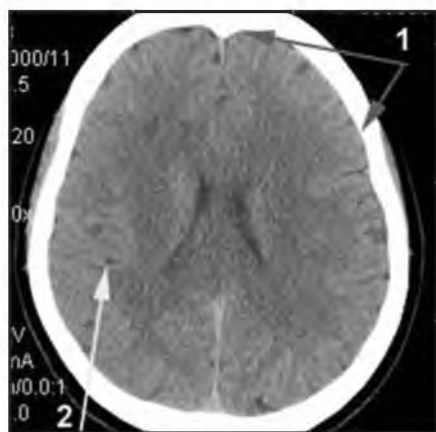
Тот же пациент X. КТ головного мозга через 12 месяцев после проведения эндовакулярного лечения:
